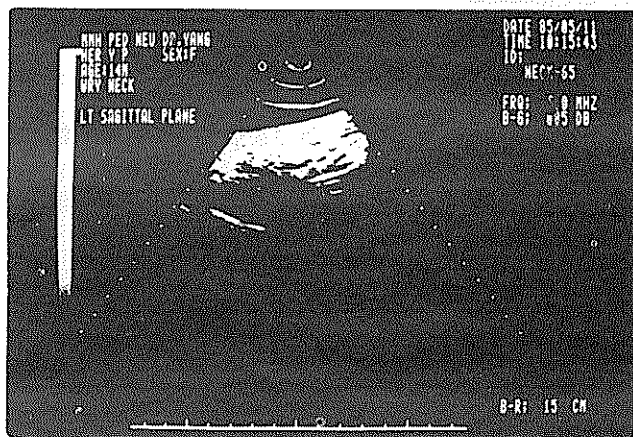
第四組斜頸症者，患側胸鎖乳突肌之超音波圖形顯示緊密相連之一片同密度區，而其寬度較正常側肌肉窄，略呈波浪圖形。
